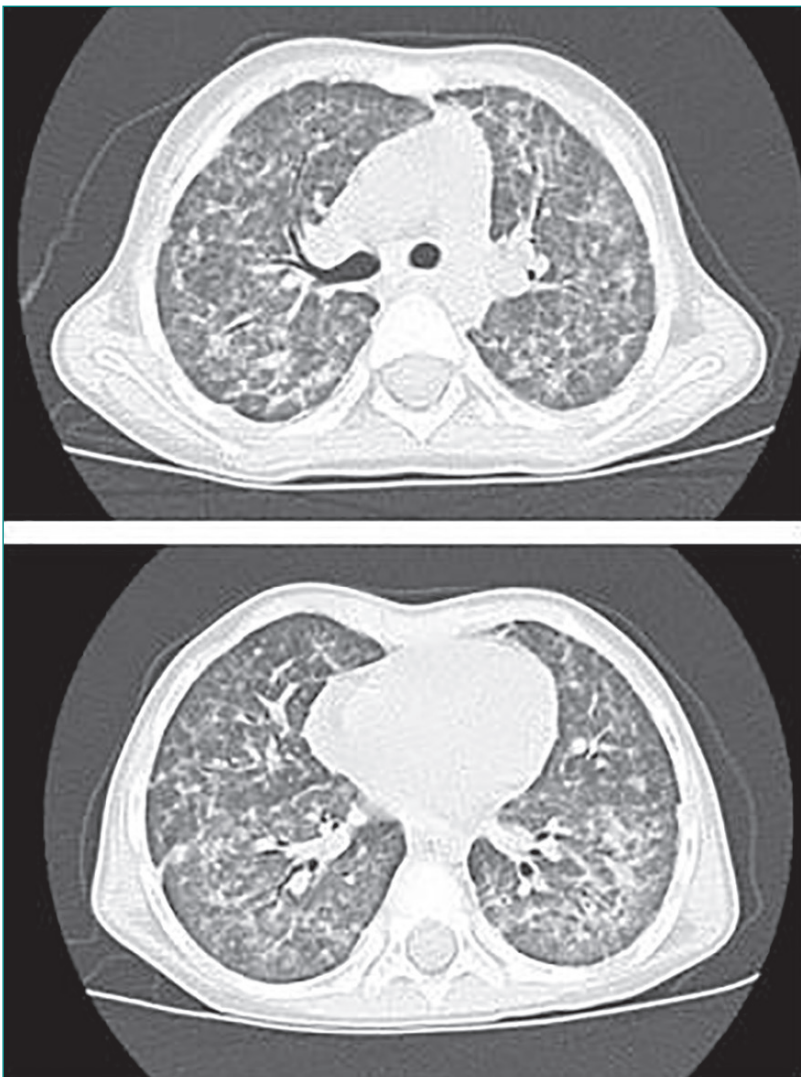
HRCT del torace effettuata alla diagnosi, che mostra diffusi e sfumati addensamenti interstizio-alveolari a distribuzione pressoch  ubiquitaria.
